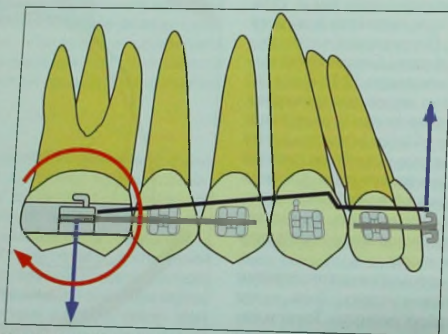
Система сил при действии интрузивной дуги в состоянии равновесия. Вертикальные силы (голубые стрелки) уравновешиваются моментом, наклоняющим моляр дистально (красная стрелка).
